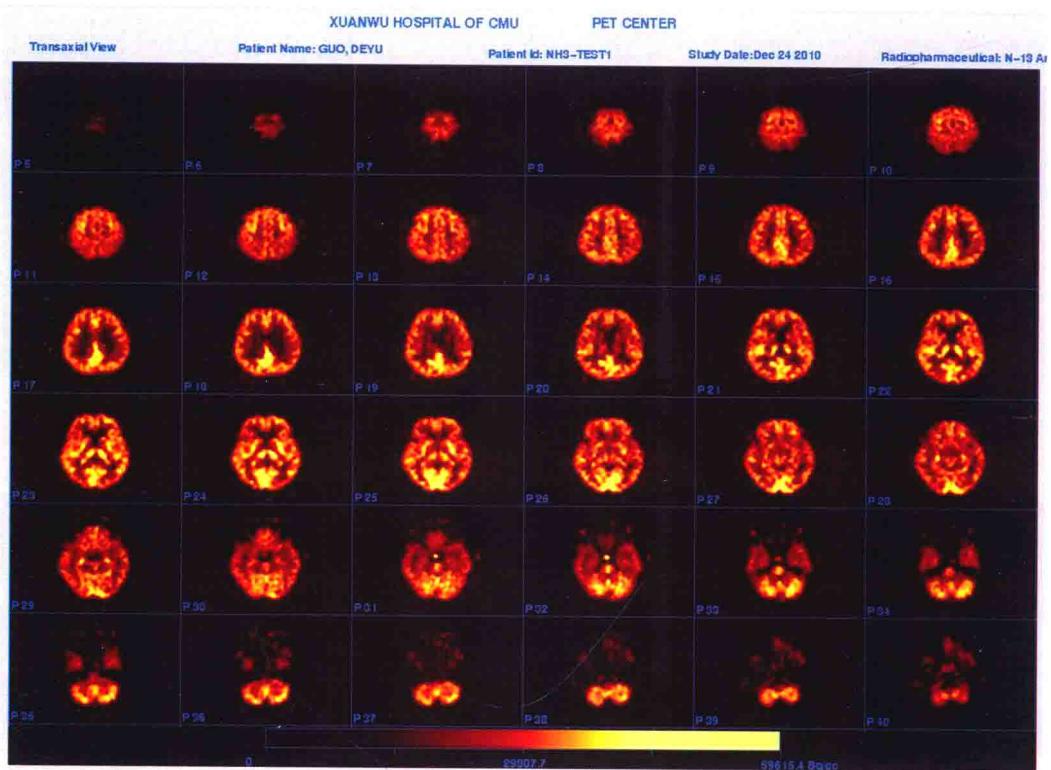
正常脑血流灌注 ^{13}N -Ammonia PET 横断层影像
